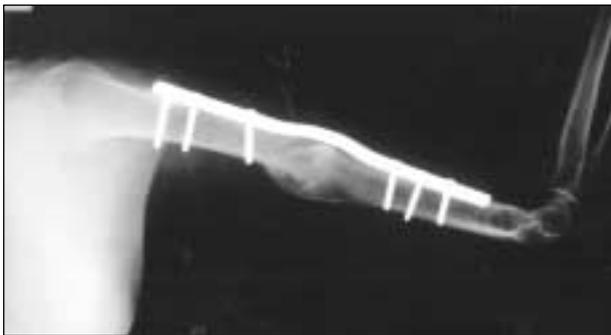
Radiografía de húmero de perfil. El implante fue pre moldeado para adaptarlo a la forma del antiguo callo óseo. La fijación con tornillos se realizó exclusivamente en los extremos de la placa DCP.
